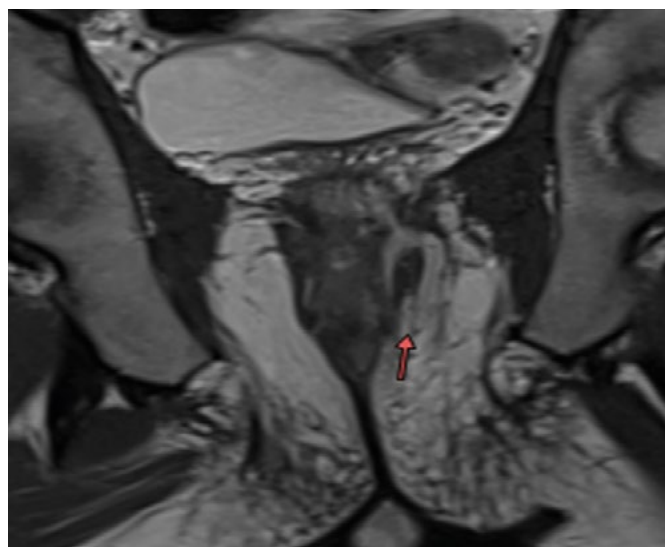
Séquence IRM Coronale T2, Homme 27 ans, fistule supra sphinctérienne, sus levatorienne avec orifices d'entrée sphinctérien et extra sphinctérien, Saint James 5 (flèche)
